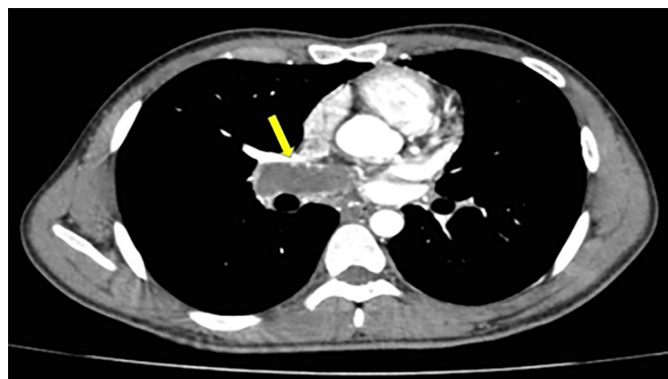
Angiotomografía pulmonar contrastada corte axial: Presencia de trombo crónico en arteria pulmonar derecha (*flecha*).
